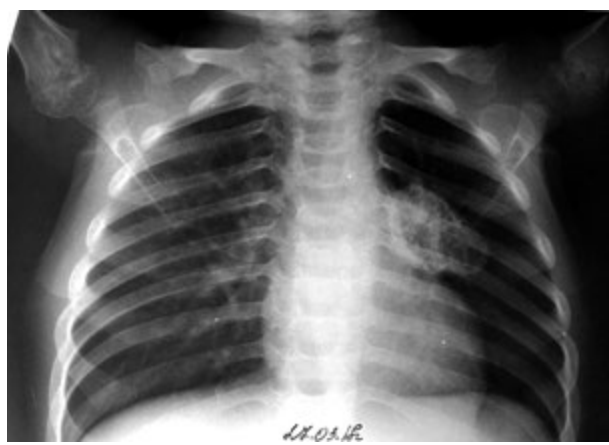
Пацієнт К., 4 роки, рентгенограма до операції
